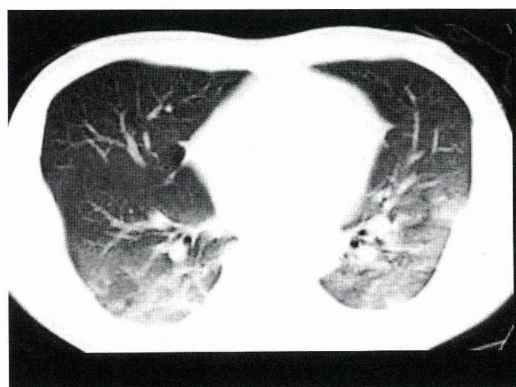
第3病日胸部CT検査: 両側肺上葉から下葉にかけてARDS様の浸潤影と胸水貯留が認められる。
